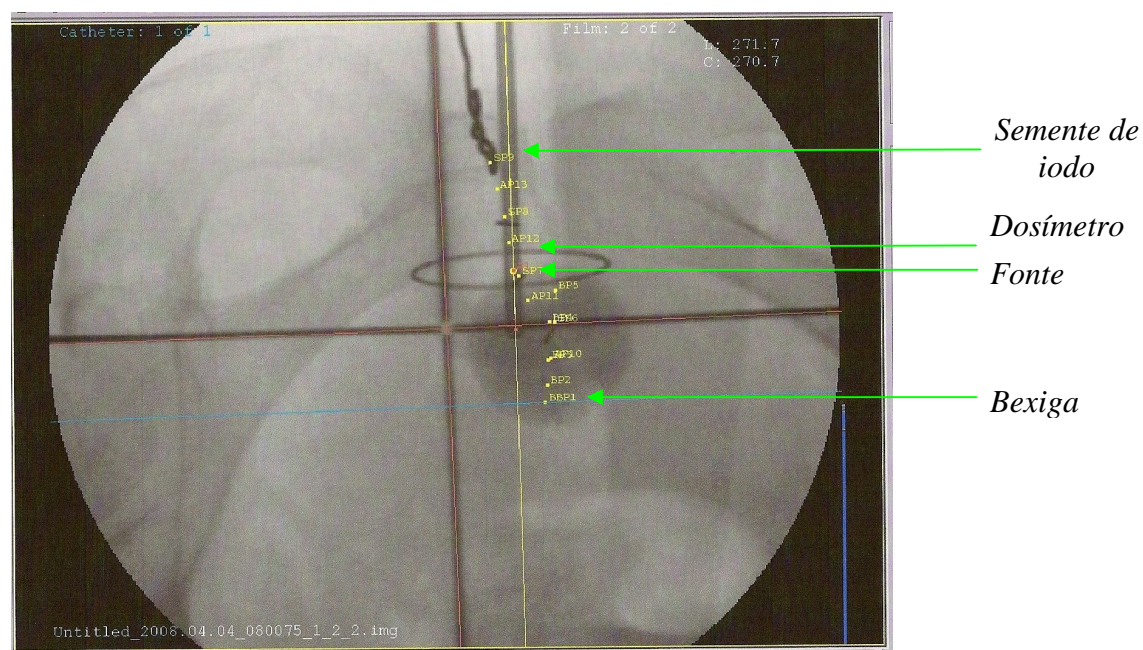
Visualização de topo da zona pélvica da paciente 1 em radiografia, com as respectivas marcações.
